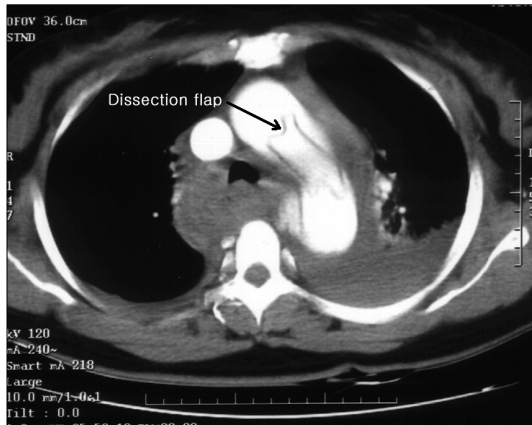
Computerized tomography of the chest at the thoracic aorta level showed an intimal flap separate the lumen of the ascending and descending aorta.
